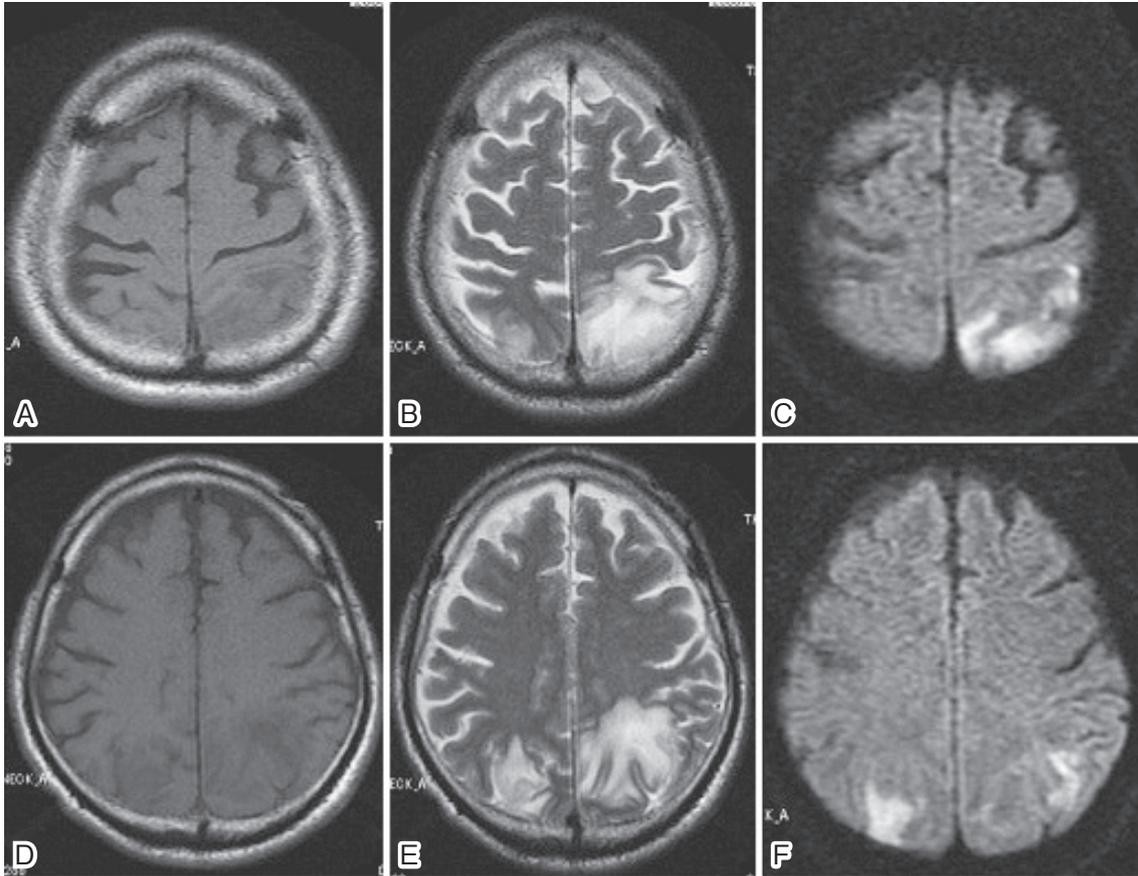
Brain magnetic resonance image (MRI).
